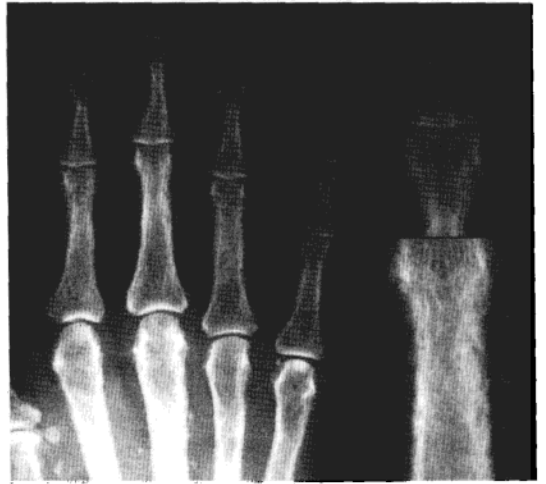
继发性甲状旁腺功能亢进症手部 X 线平片
